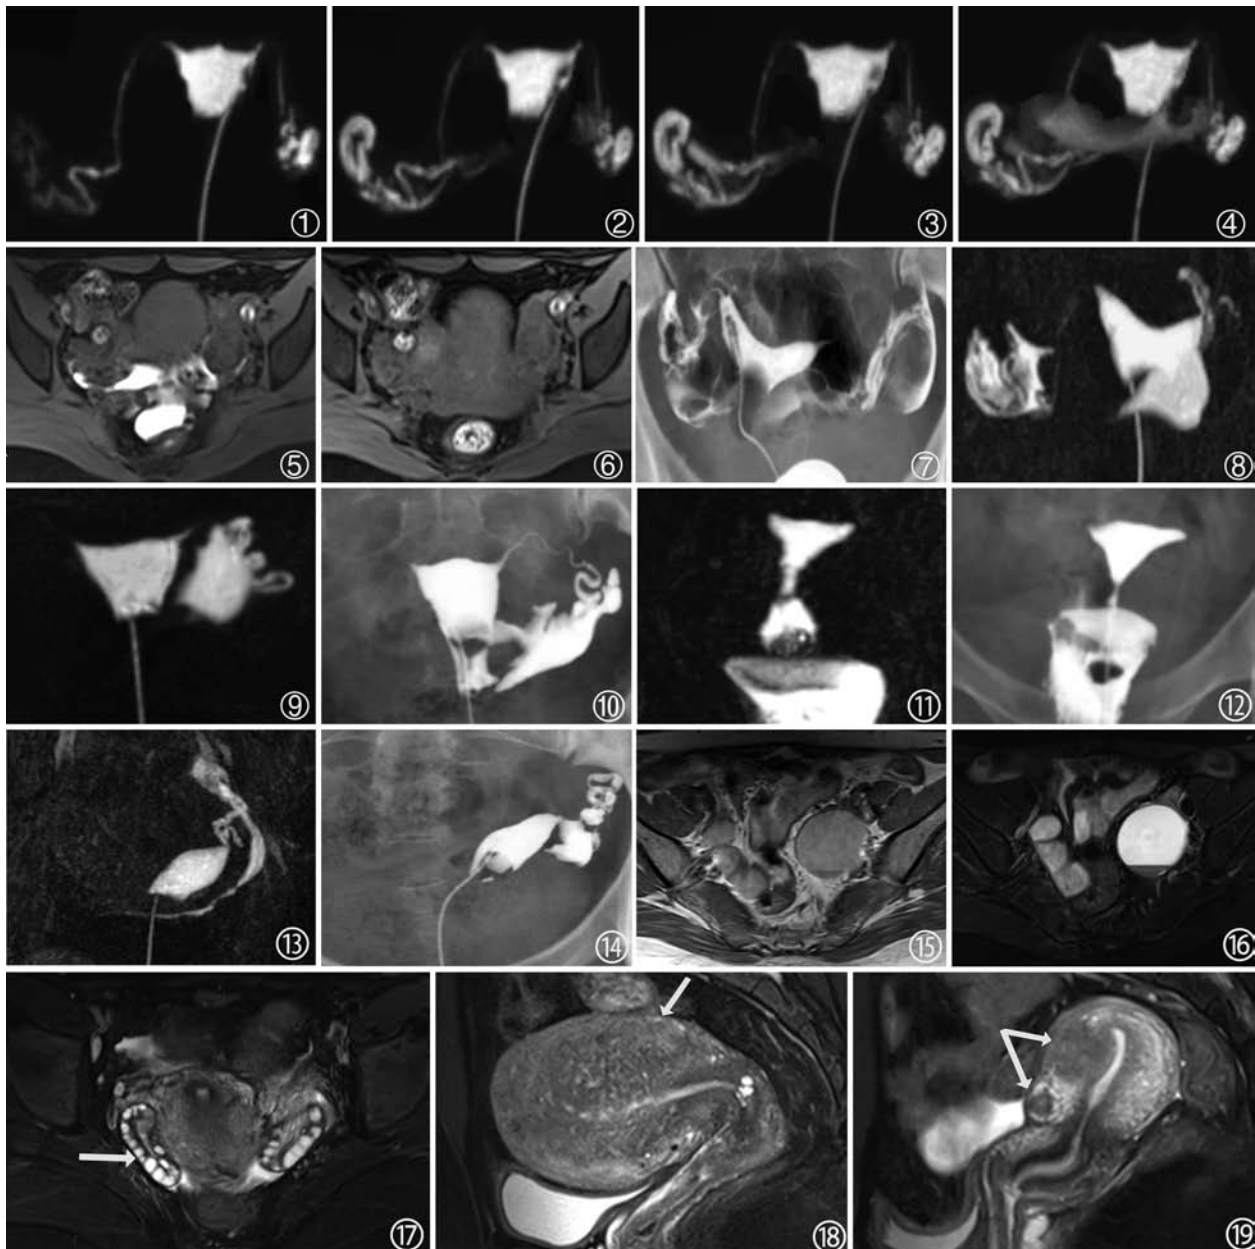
~6 为同一患者。MR子宫输卵管造影(MR-HSG)显示双侧输卵管通畅。图1~4为三维梯度回波序列减影后最大信号强度投影图像,显示对比剂在宫腔、输卵管、伞端及溢入腹腔的过程。图5,6分别为造影前及造影后盆腔轴面T₁WI脂肪抑制序列图像,与造影前(图5)比较,造影后(图6)卵巢旁及道格拉斯窝见高信号对比剂,间接提示输卵管通畅 图7~14 X线子宫输卵管造影(HSG)和MR-HSG评价输卵管通畅性,两者具有较好的一致性。图7,8为同一患者,38岁,继发不孕3年,HSG(图7)和MR-HSG(图8)均显示双侧通畅的输卵管。图9,10为同一患者,28岁,原发不孕2年,HSG(图9)和MR-HSG(图10)均显示双侧输卵管近端阻塞。图11,12为同一患者,24岁,原发不孕1年,HSG(图11)和MR-HSG(图12)均显示左侧输卵管通畅,右侧输卵管近端堵塞。图13,14为同一患者,32岁,继发不孕2年,单角子宫,HSG(图13)和MR-HSG(图14)均显示同侧输卵管通畅 图15~19 输卵管外不孕因素的评价。图15,16为同一患者,29岁女性,原发不孕3年,左侧卵巢子宫内膜异位囊肿。轴面SE T₁WI脂肪抑制序列(图15)和轴面SE T₂WI脂肪抑制序列(图16)示类圆形稍短T₁、长T₂信号影,内可见分层。图17为28岁女性,原发不孕2年,轴面SE T₂WI脂肪抑制序列示多囊卵巢,双侧卵巢增大,皮层下多发小卵泡呈“珠链征”(↑)。图18为33岁女性,继发不孕2年,矢状面SE T₂WI脂肪抑制序列显示子宫腺肌症,结合带增厚>12 mm,子宫肌层见斑点状高信号(↑)。图19为30岁女性,原发不孕1年,矢状面SE T₂WI脂肪抑制序列显示子宫前壁多发肌瘤(↑)
